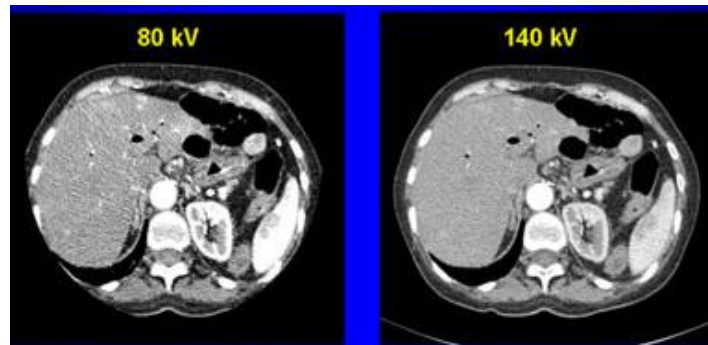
Imagens obtidas em estudos de tomografia de abdômen a 80 e 140 kV com a apresentação dos diferentes níveis de atenuação pelo córtex renal.
